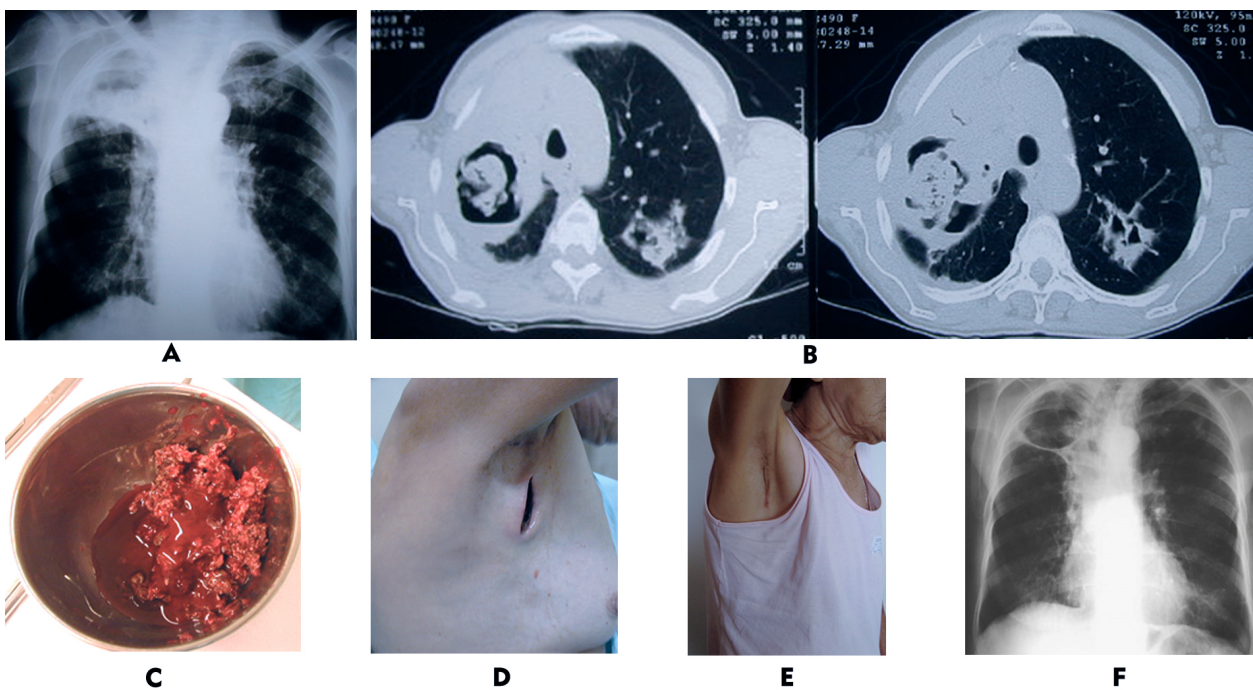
Mulher, 68 anos, seqüela de tuberculose com hemoptise maciça. A) Radiografia com nível hidroaéreo no terço superior do pulmão direito. B) TC mostra caverna com nível e imagem provável de bola fúngica. C) Cavernostomia com a retirada de sangue e conteúdo compatível com bola fúngica. D) Cavernostomia, no primeiro dia de pós-operatório. E) Após 35 dias, fechamento espontâneo da cavernostomia. F) Radiografia após duas semanas de pós-operatório mostra caverna desabitada. Paciente evoluiu com parada do sangramento.
